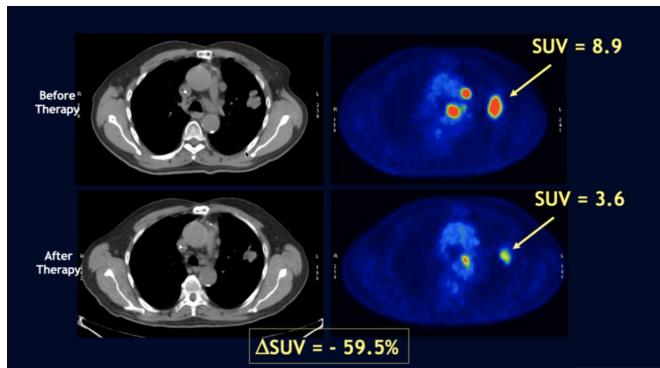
Esempio di applicazione del SUV su un paziente con carcinoma ai polmoni: in questo caso il $\Delta SUV = -59.5\%$, quindi il trattamento ha fatto effetto ed è possibile proseguire con la terapia
